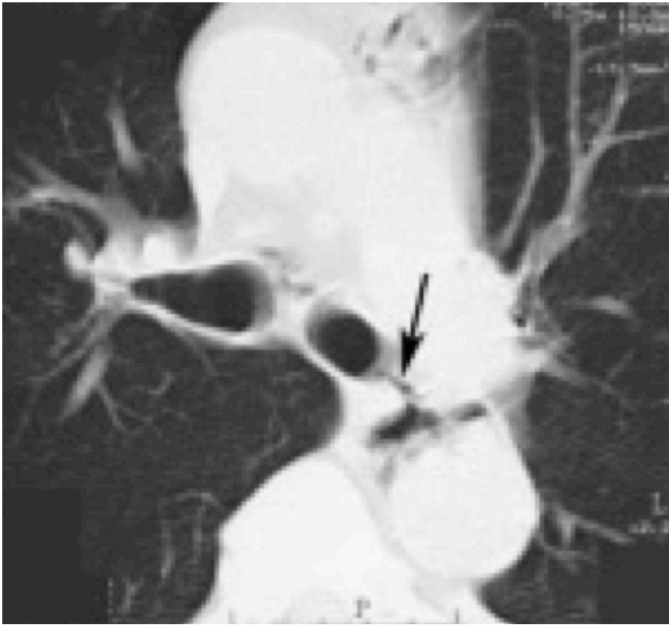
Bronchiale Ruptur (Pfeil). CT in axialer Schnittbildführung, Lungenfenster. Quelle: [20].
